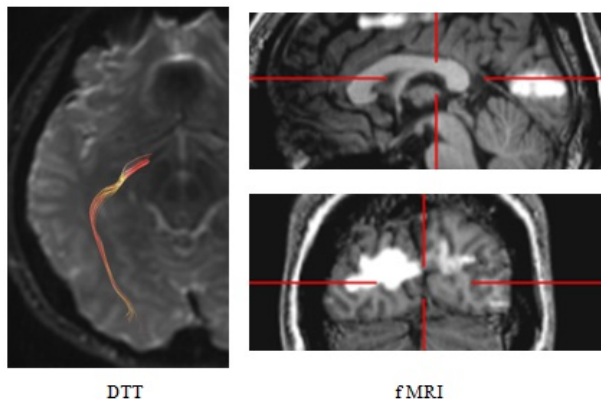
3T MRI DTT と fMRI 解析画像
